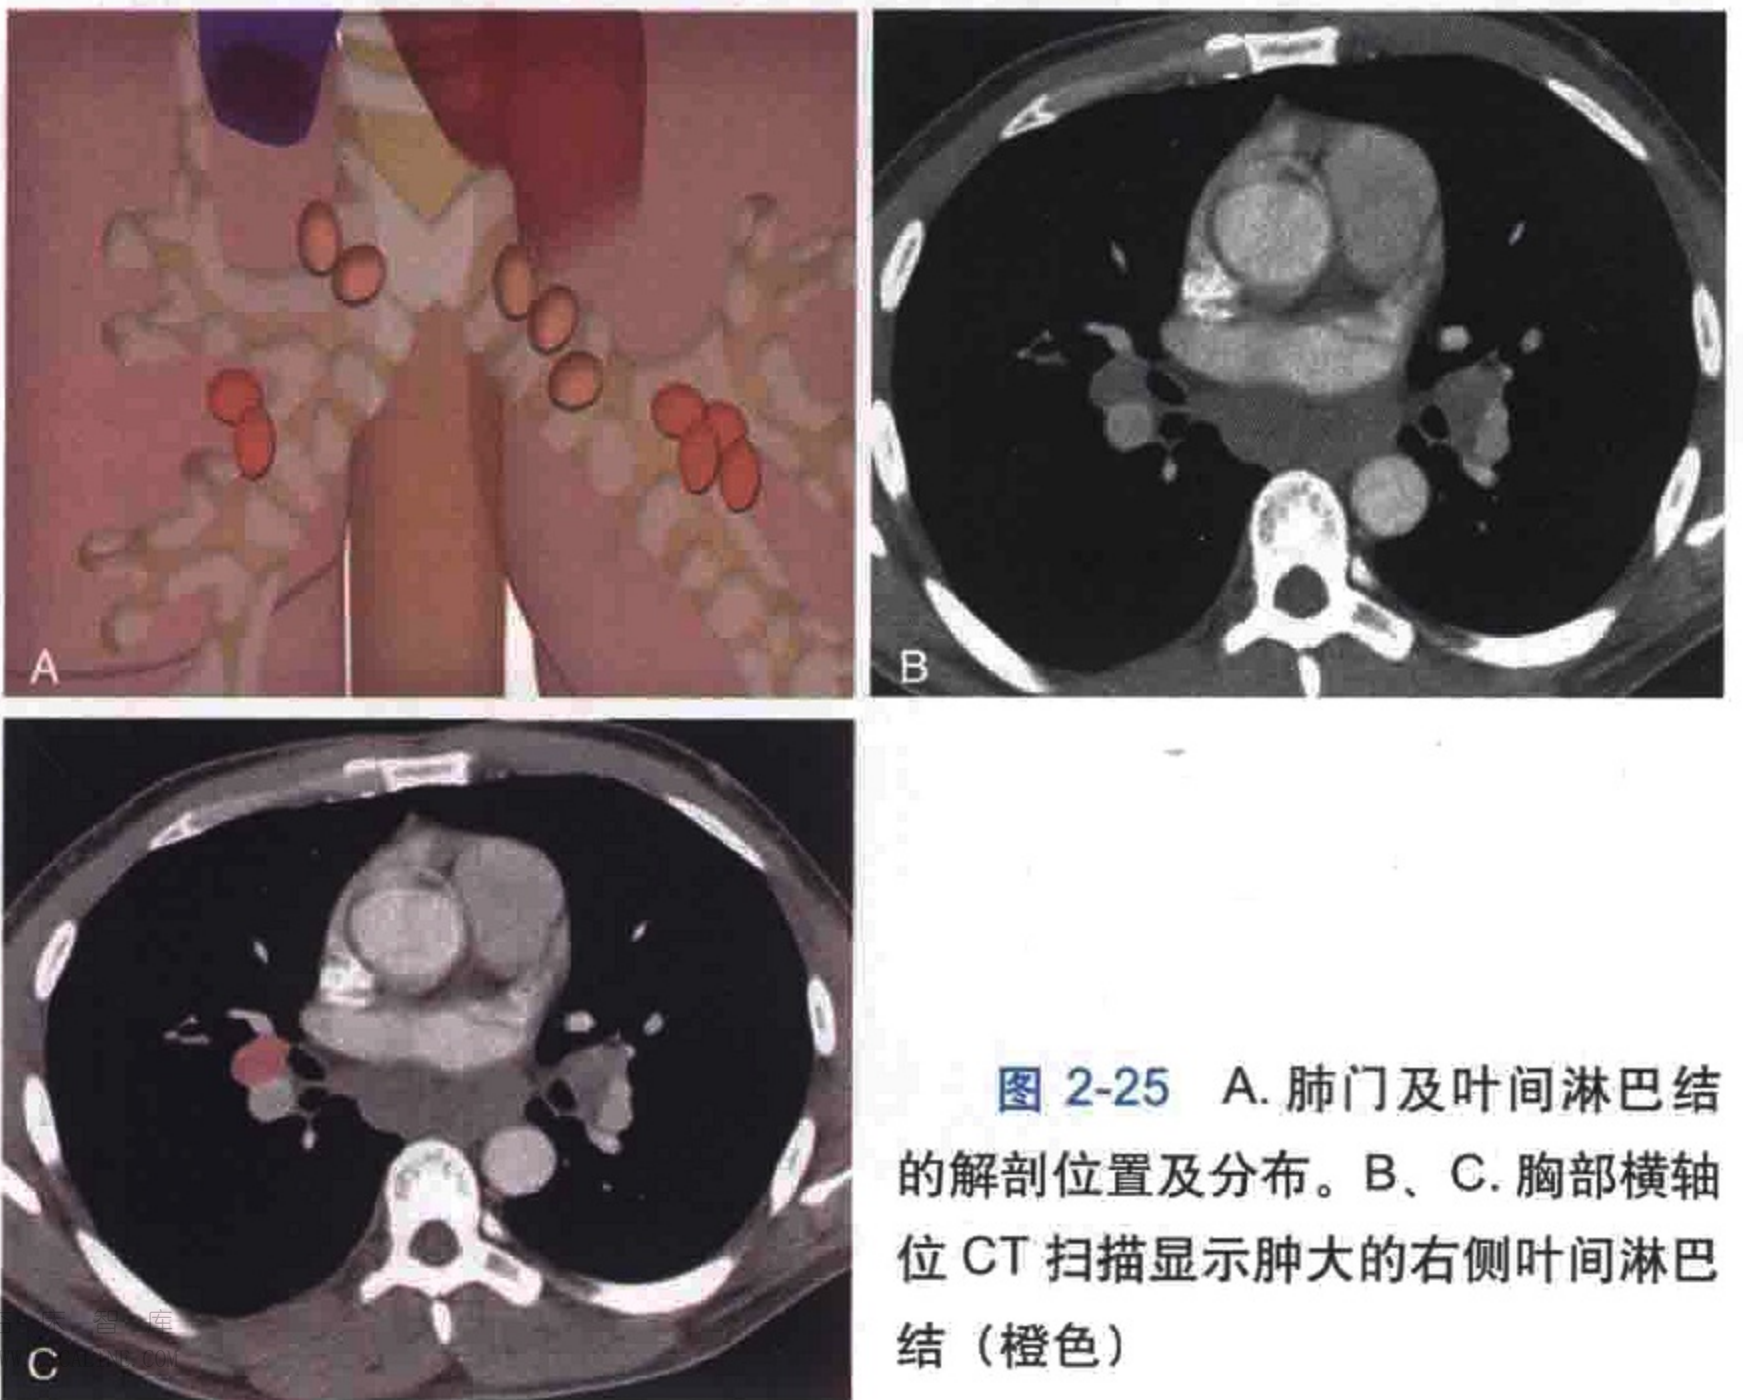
A. 肺门及叶间淋巴结的解剖位置及分布。B、C. 胸部横轴位 CT 扫描显示肿大的右侧叶间淋巴结（橙色）
